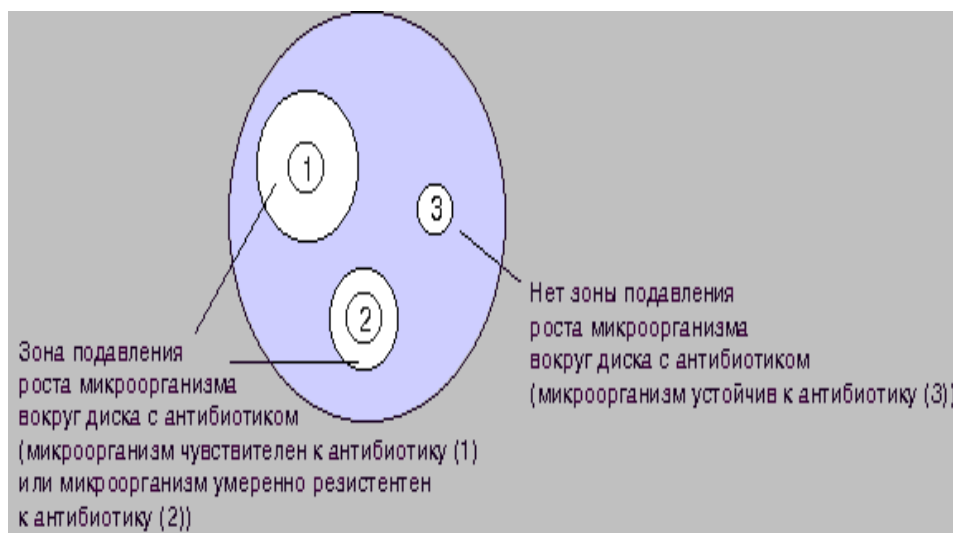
Определение чувствительности микроорганизмов диско-диффузионным методом
